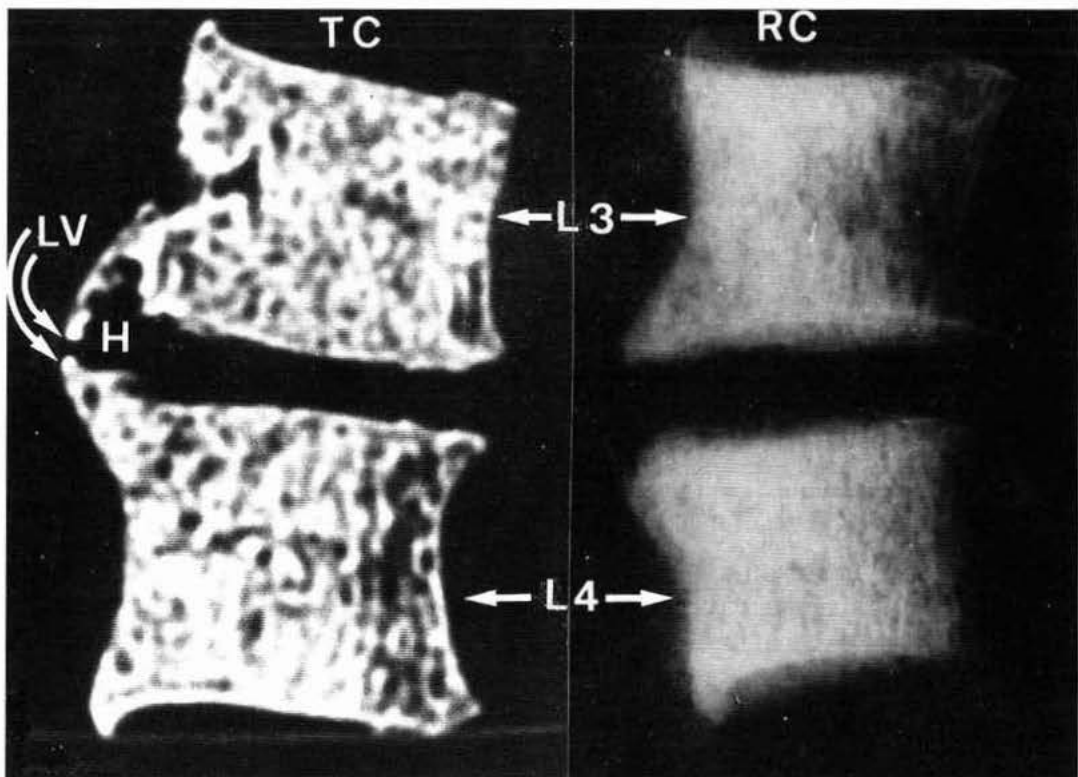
Radiografías vertebrales de un individuo de la Quinta de San Rafael. RC = tomografía convencional; TC = tomografía computarizada; H, cavidad donde se aloja la hernia discal; LV = ligamento vertebral posterior calcificado; L3, cuerpo de la tercera vértebra lumbar; L4, cuerpo de la cuarta vértebra lumbar.
